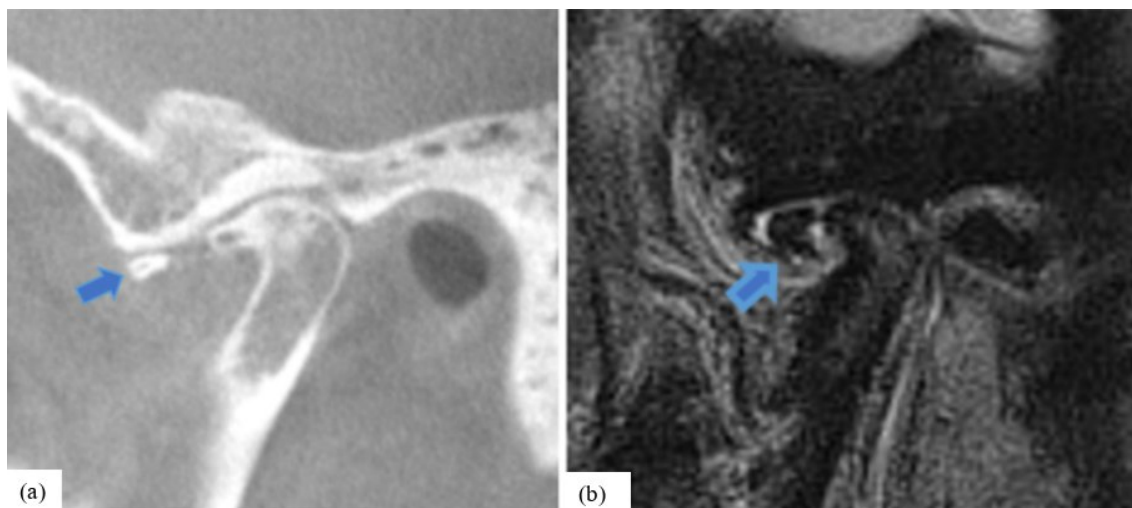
Eroziije se prikazuju kao prekid kontinuiteta ili nepravilnost kortikalne površine (plave strelice) na CBCT-u (a) i na T1-mjerenoj snimci MR-a (b).
